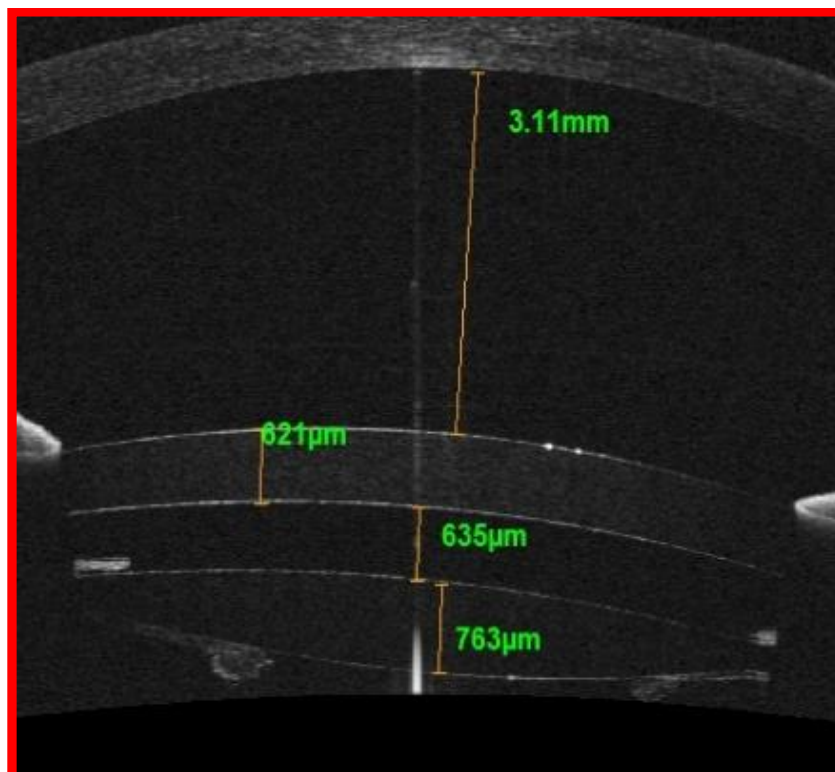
Положение линзы в задней камере (оптическая когерентная томография).
